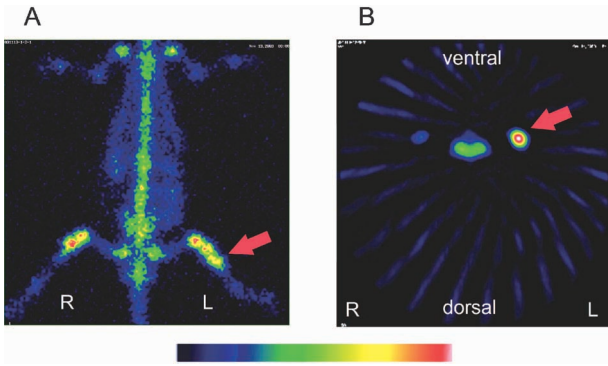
Planar Image (A) and SPECT Image at Transaxial (B) at 24 H after the Intravenous Injection of <sup>186</sup>Re-MAG3-HBP (222 MBq/kg). Arrows indicate the site where tumor cells were injected.
